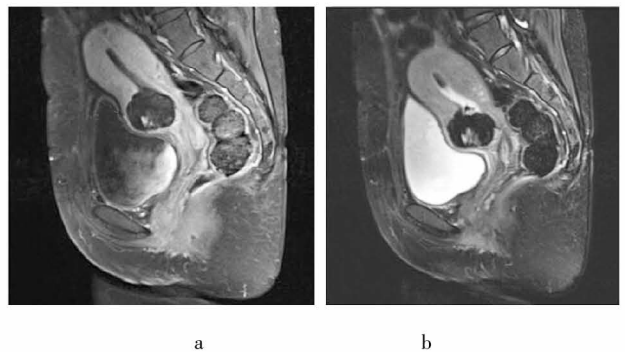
增强 MRI 显示剖宫产切口处可见一低信号孕囊,内可见部分胚芽组织,孕囊周边可见线状高信号子宫肌层包绕。
